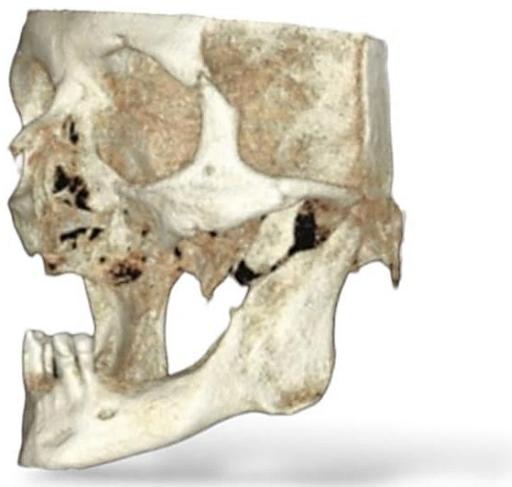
Imagen tridimensional de tomografía que nos ofrece detalladamente la estructura completa del esqueleto facial.
